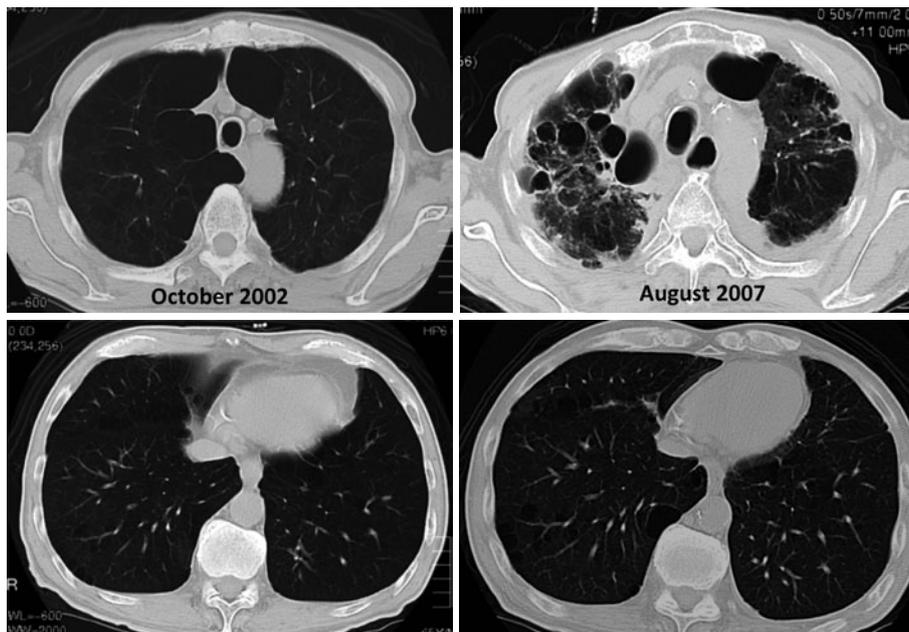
胸部CTの経過。2002年：両肺尖部に著明な気腫性変化を認める。2007年：気腫に不均一な壁肥厚と周辺肺野の索状影が加わり、一部は周囲の浸潤影を伴っている。
